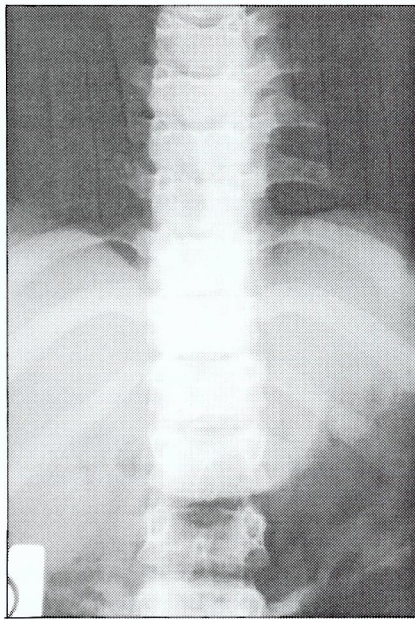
Radiografia do tórax: ligeiro alargamento dos arcos costais.
